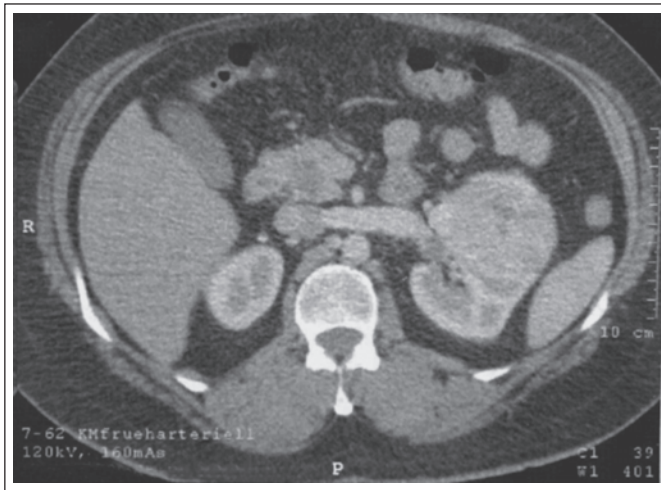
Computertomographische Darstellung eines linksseitigen Nierentumors. (Bild: M. Rauchenwald)
